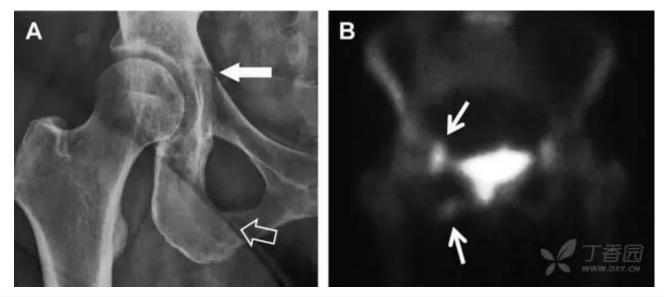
自行车事故患者,侧方受力的髋臼前柱/耻骨骨折。A 正位平片示右侧髂耻线轻微中断(实箭头),此处异常最初并未发现。此外,右下方 其实还有一处轻微耻骨支骨折(空箭头)。B 10 天后行骨闪烁显像证实了髋臼前柱骨折和侧耻骨下支骨折(箭头)。值得注意的是,左侧前柱 亦存在异常
